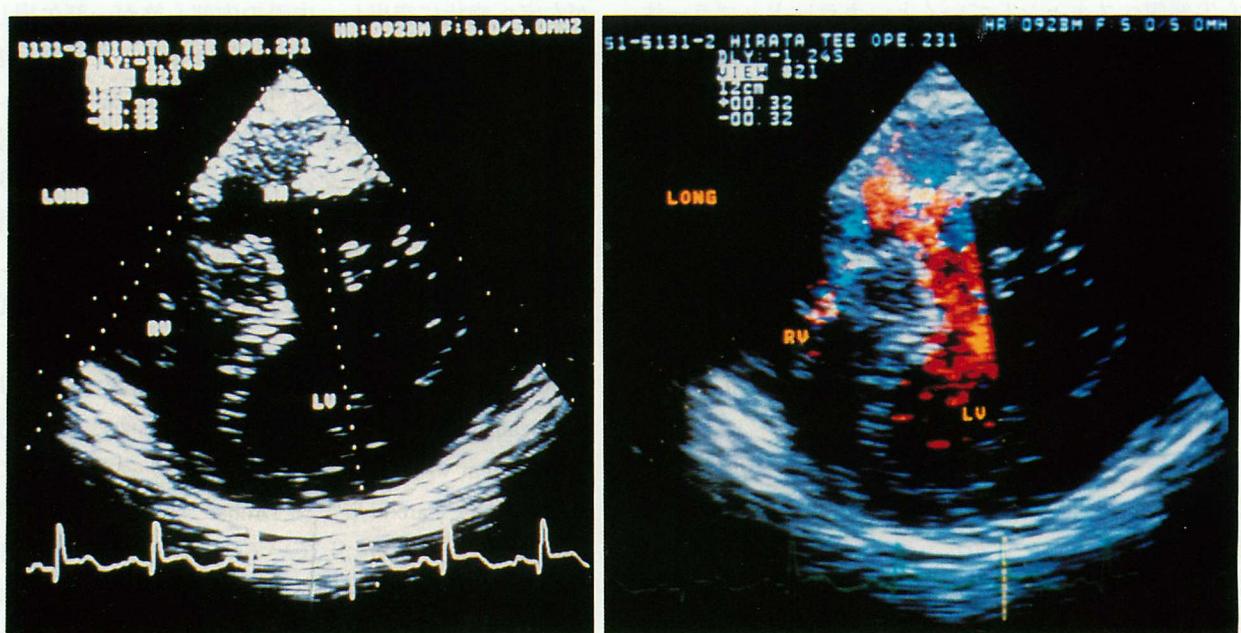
Transesophageal two-dimensional echocardiogram and color Doppler echocardiogram (transgastric longitudinal view)
